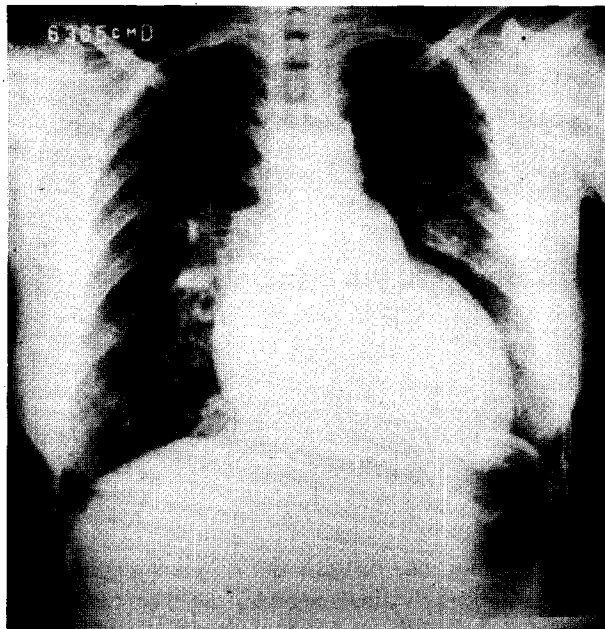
Radiografía de tórax. Cardiomegalia moderada, con signos de hipertensión venocapilar pulmonar. Ausencia del botón aórtico y del arco medio. En el borde izquierdo, imagen de "hombro" en la región del tercer arco costal izquierdo (correspondiente al ventrículo derecho).
